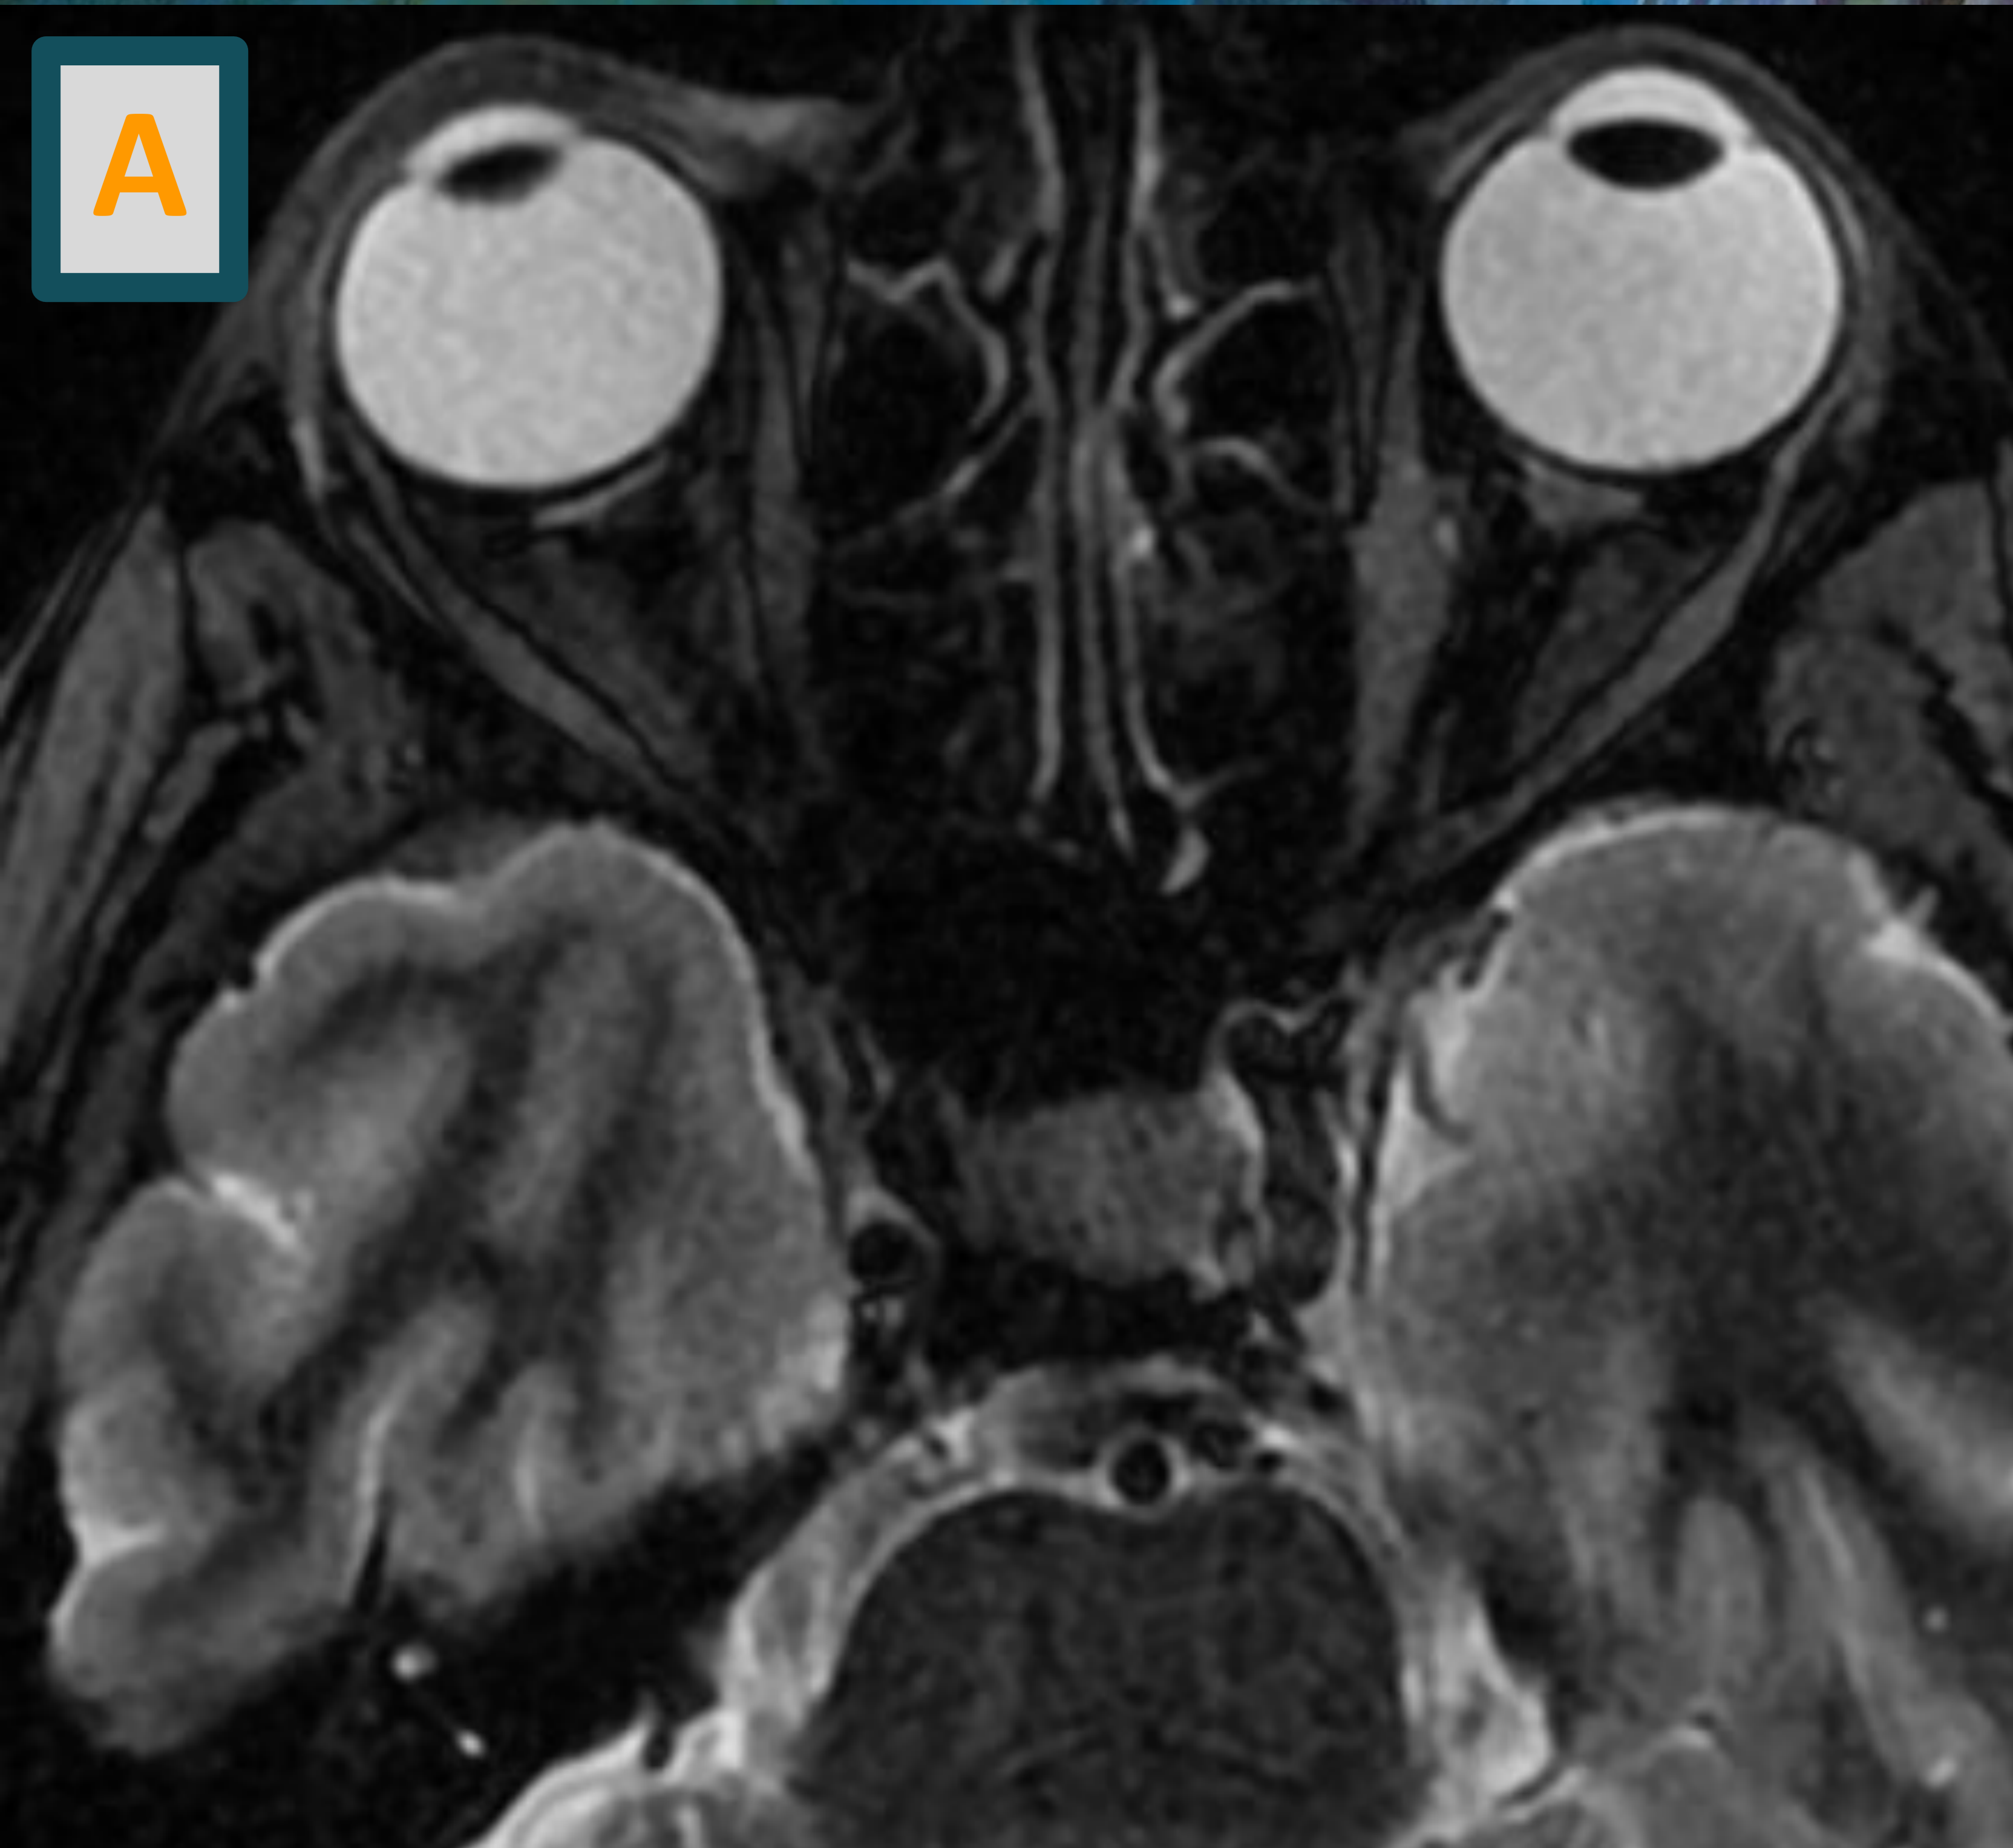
A y B: RM por ptosis palpebral. Cortes axiales que muestran aumento del espesor y de la señal del tejido celular subcutáneo preseptal derecho, del músculo recto interno izquierdo y de la grasa intraconal adyacente
